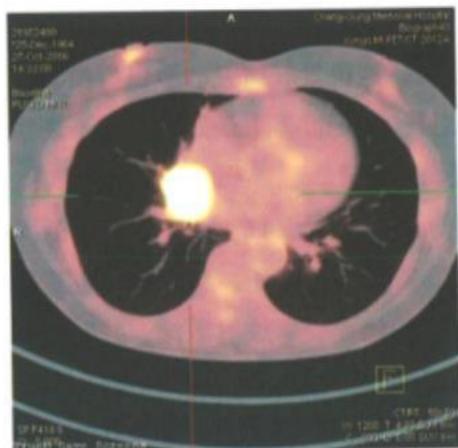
2016年10月27日，林口××医院PET-CT（影像号16AT33F000×××）：右中肺肿块，伴肺门侵犯；区域淋巴结右肺门淋巴结N1受累 [10R] (SUV 18.57,score 4) [SUV (standard uptake value) 即标准摄取值超过2.5，提示恶性肿瘤。SUV 2~2.5为临界病变，小于2，可能为炎症或良性肿瘤]
